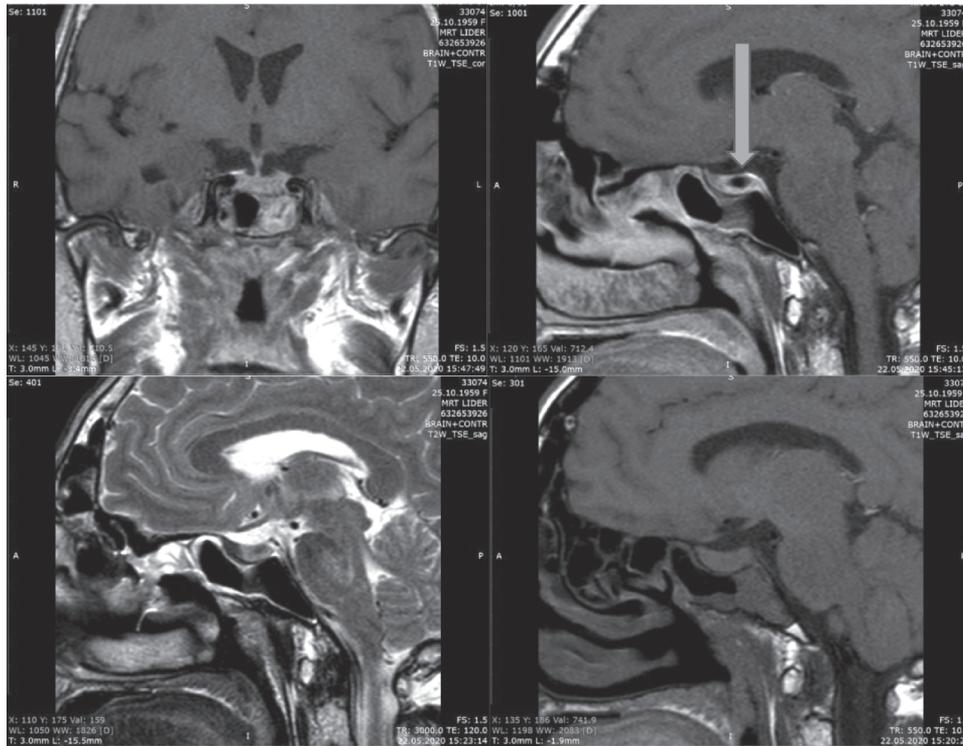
МРТ головного мозга через 3 месяца после операции
